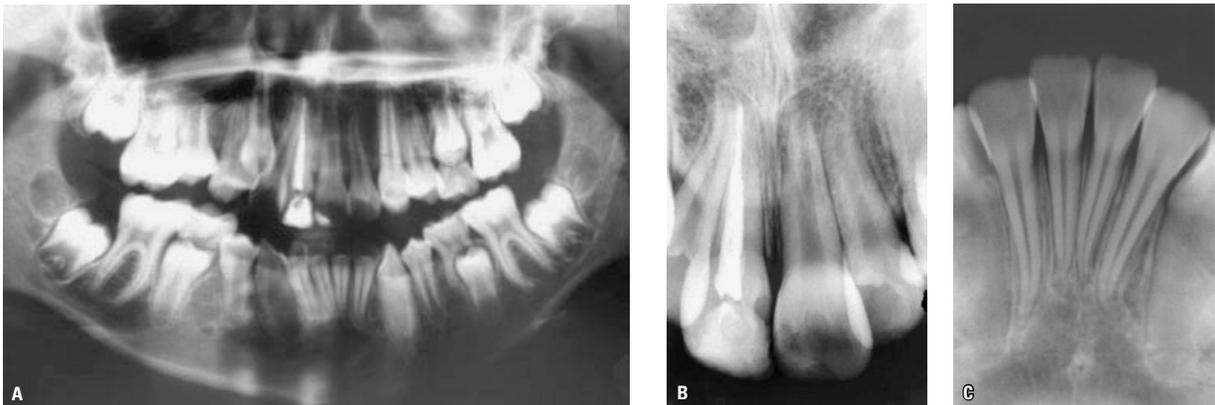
As radiografias panorâmica (A) e periapicais dos incisivos superiores e inferiores (B, C) não continham dados que pudessem influenciar o planejamento ou comprometer o prognóstico de tratamento.
